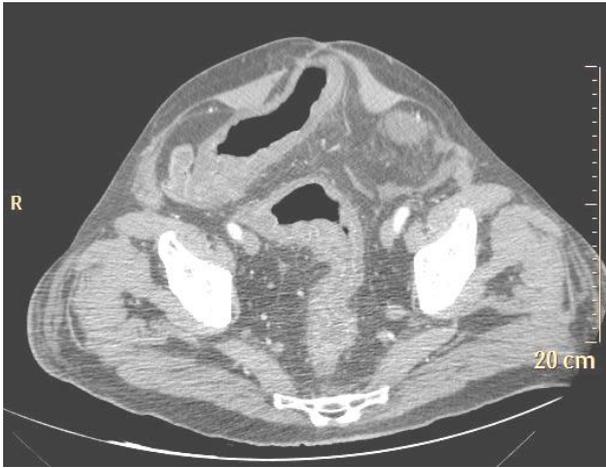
Больной Ж. Псевдомембранозный колит. А) - КТ на уровне сигмовидной кишки. Б) - КТ на уровне восходящей и поперечной ободочной кишки. В) - Фронтальная реконструкция КТ изображений. На всех представленных изображениях определяется воспалительный отек стенки толстой кишки. Имеется плащевидное скопление жидкости вокруг печени и толстой кишки.
